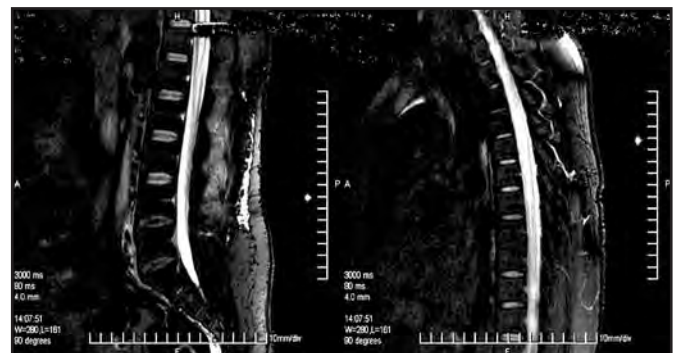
Ressonância nuclear magnética ponderada em T2 realçada por gadolínio mostrando lesão medular se estendendo desde a junção cervico-torácica até o cone medular.
